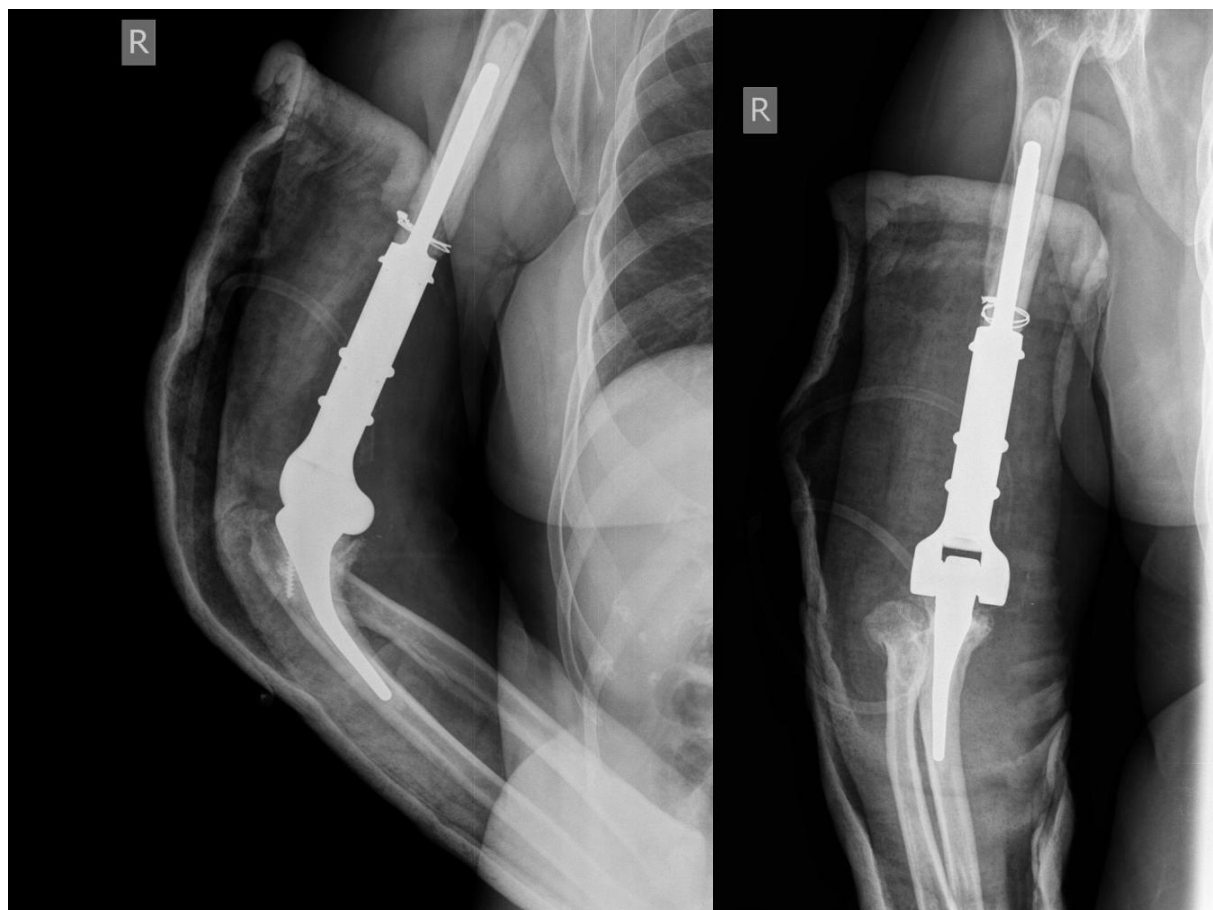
Рентгенограммы правого локтевого сустава пациентки после выполненного реэндопротезирования
